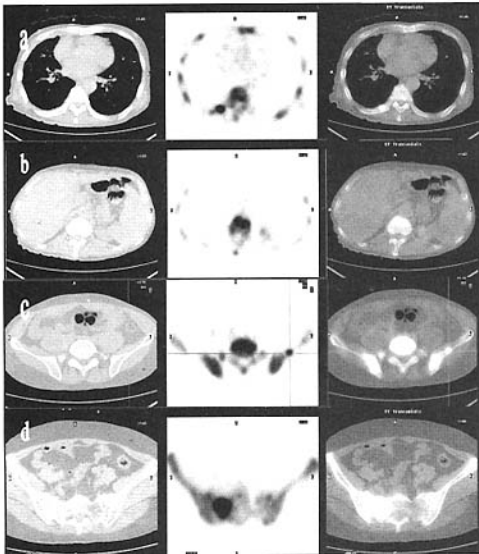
<sup>18</sup>F-NaF PET 和 PET-CT 横断层显示骨质密度非特异性改变或正常的骨转移病变。a: 右侧肋骨 7 转移, 骨质密度轻度增高; b: 胸椎 12 转移; c: 左侧髂骨转移, 骨质密度未见异常; d: 骶椎右侧转移, 髓内密度轻度增高。
